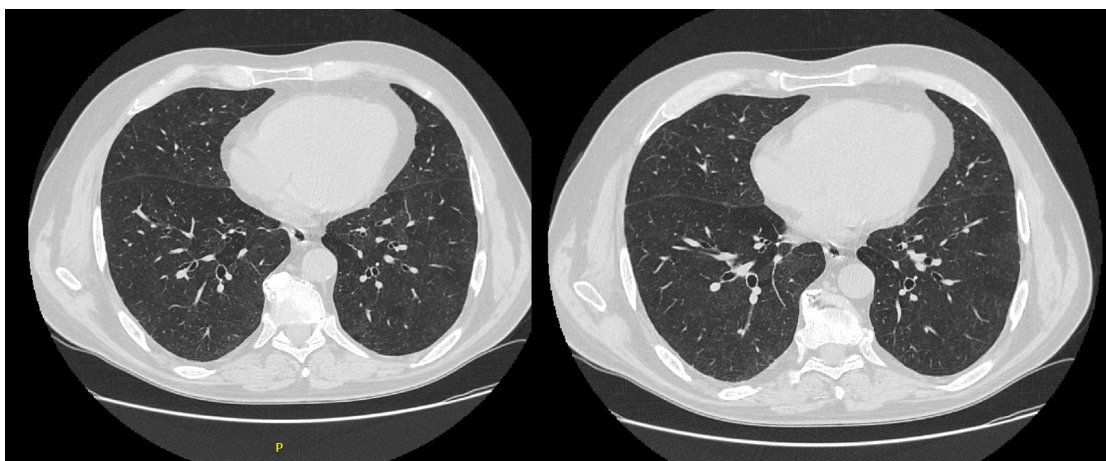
Компьютерная томография органов грудной клетки, выполненная в январе 2023 г.
